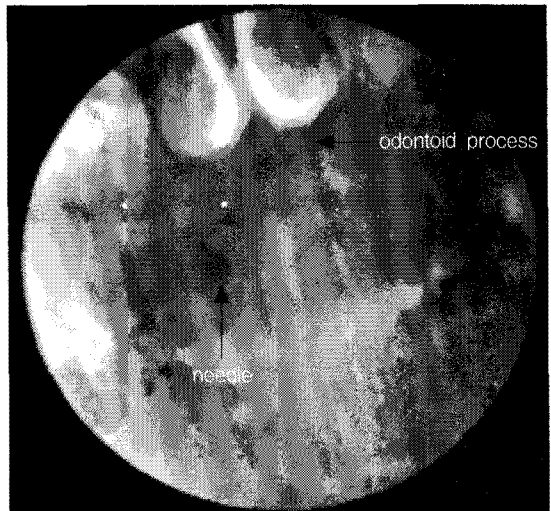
Anteroposterior radiographs showing the needle position for atlanto-axial joint block.
